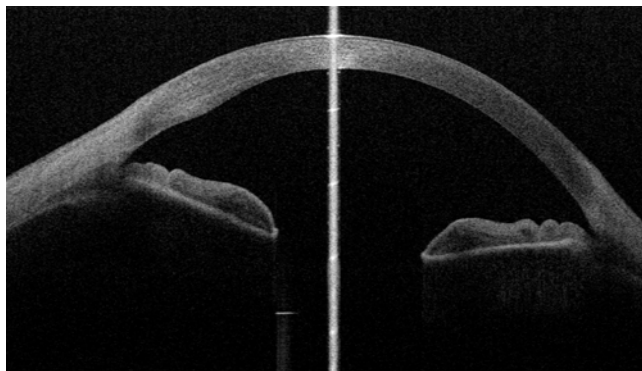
Состояние структур угла передней камеры после имплантации ИОЛ аккомодирующего типа (обследование на 3 D оптическом когерентном томографе SS-1000 Casia).
